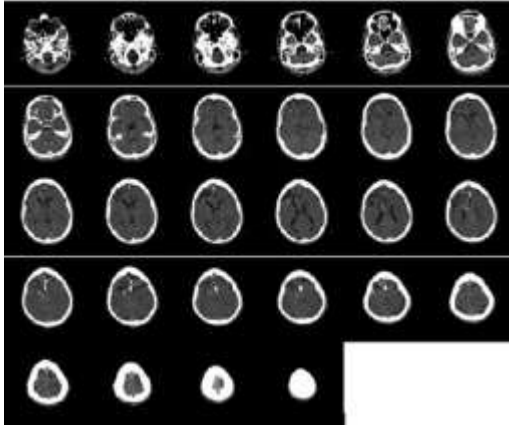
TAC de Cráneo Simple
